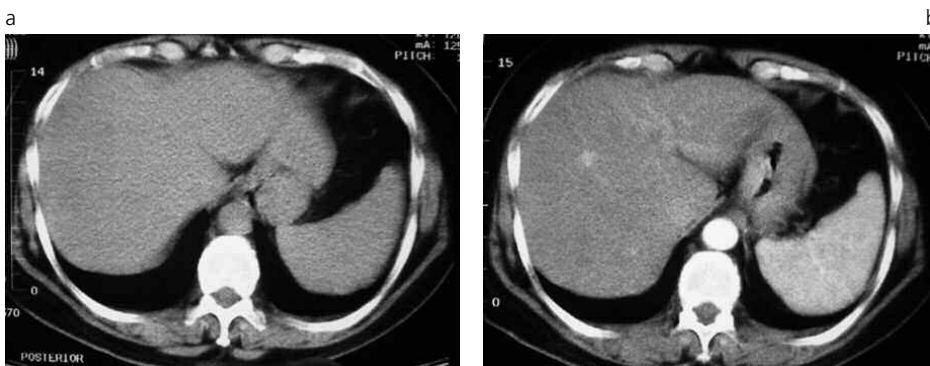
TC sin y con contraste realizada al año de la biopsia. Demuestra homogeneidad del hígado.
